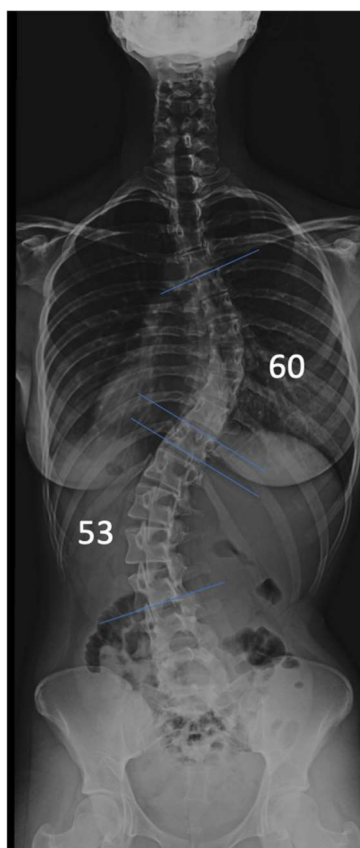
Radiografia panorâmica de coluna em PA. Linhas azuis marcam os *plateaus* superiores e inferiores das vértebras limites das curvas torácica e lombar.
